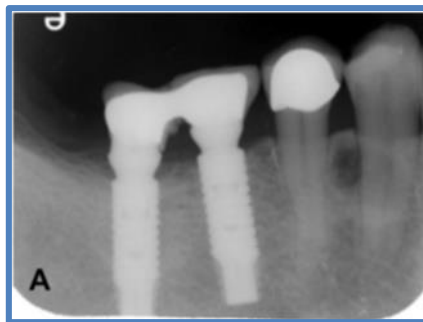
Radiografía periapical que muestra una lesión mixta radiolúcida-radiopaca bien definida en la cresta alveolar interdental entre los premolares derechos inferiores.
